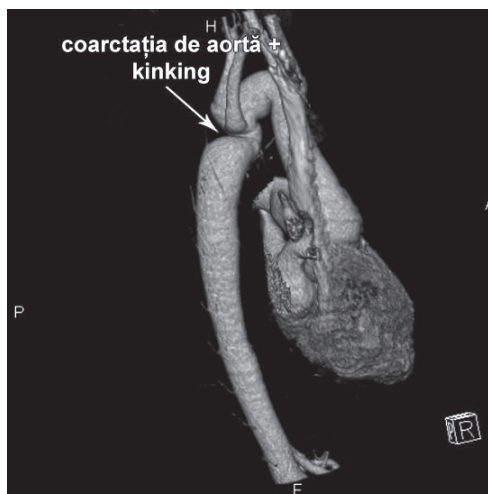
Tomografia computerizată multislice cu reconstrucție tridimensională. Vedere oblic – posterioară dreaptă.
